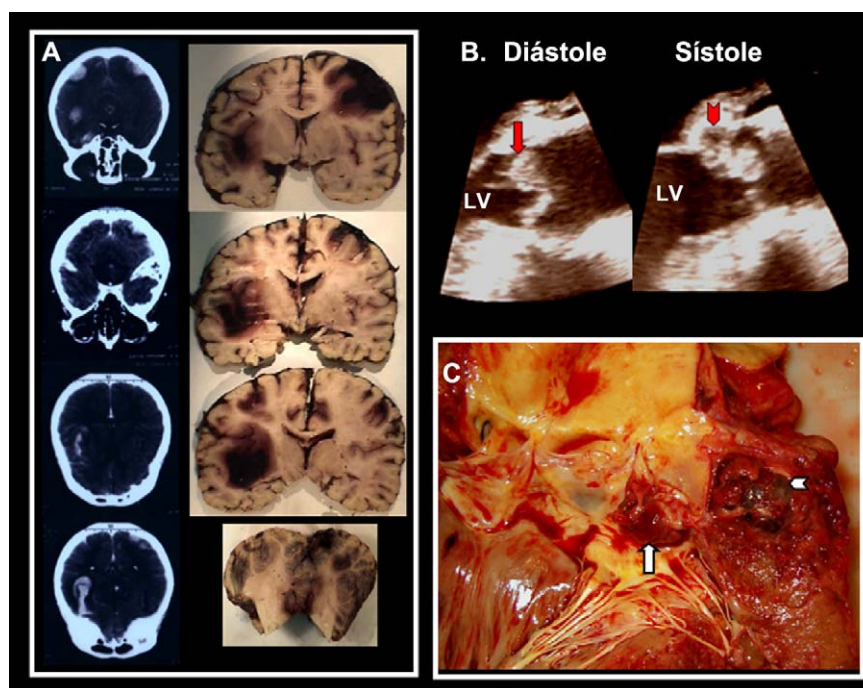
A: Tomografía computarizada y cortes necróticos encefálicos mostrando múltiples áreas hemorrágicas (supra e infra-tentoriales). B: Gran vegetación en la sigmoidea aórtica coronaria izquierda (flecha), complicada con absceso perivalvular (punta de flecha) y perforación valvular. Ecocardiograma transesofágico: imagen longitudinal de la raíz aórtica a nivel del plano valvular, que muestra la verruga aórtica protuyendo en el tracto de salida del ventrículo izquierdo en diástole. C: Imagen necrótica: apertura longitudinal de la raíz aórtica a nivel del plano valvular mostrando esos mismos hallazgos.
